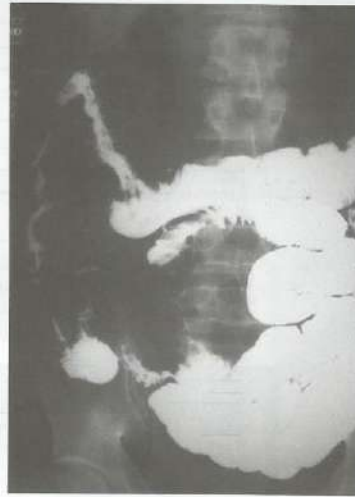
Tuberculose ileocecal. Note o espessamento e a irregularidade das pregas mucosas do íleo terminal, com dilatação a montante, nesta radiografia de um trânsito de delgado.
